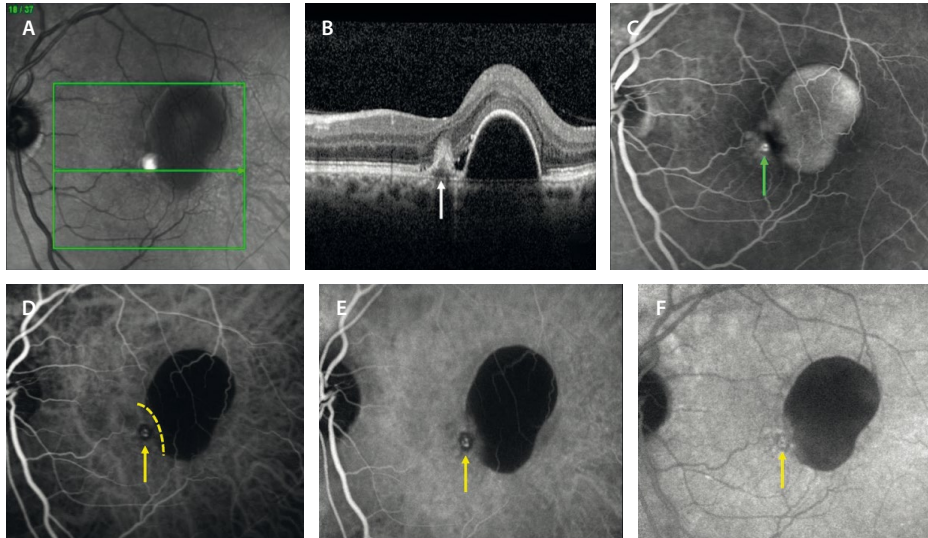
Características de la angiografía con verde de indocianina de la membrana neovascular de tipo 1 aneurismática. A) Imagen cercana a la infrarroja con lesión marginal a un desprendimiento del epitelio pigmentario de la retina hiporreflectivo. B) En la tomografía de coherencia óptica se ve un desprendimiento del epitelio pigmentario de la retina pequeño en pico en forma de «V» o «dedo de guante» con un contenido más hiperreflectivo (flecha blanca). Adyacente a este, hay otro desprendimiento del epitelio pigmentario de la retina más redondo e hiporreflectivo de tipo seroso. La forma multilobular, así como esta separación brusca entre ambos —conocida como el «signo de la muesca»— son típicos de estas membranas neovasculares. C) La angiografía con fluoresceína muestra un punto hiperfluorescente o «punto caliente» (flecha verde) en el margen de un desprendimiento del epitelio pigmentario de la retina que se rellena de colorante (hiperfluorescente). D-F) Muestran la etapa precoz, intermedia y tardía de la angiografía con verde de indocianina donde se puede ver un desprendimiento del epitelio pigmentario de la retina seroso hipocianescente separado de un punto hipercianescente o «punto caliente» (*hot spot*, flecha amarilla) por una muesca (línea amarilla discontinua). Este punto hipercianescente que pierde cierta cianescencia en tiempos tardíos (mínimo lavado o *wash out*) corresponde a una dilatación aneurismática o pólipo.
